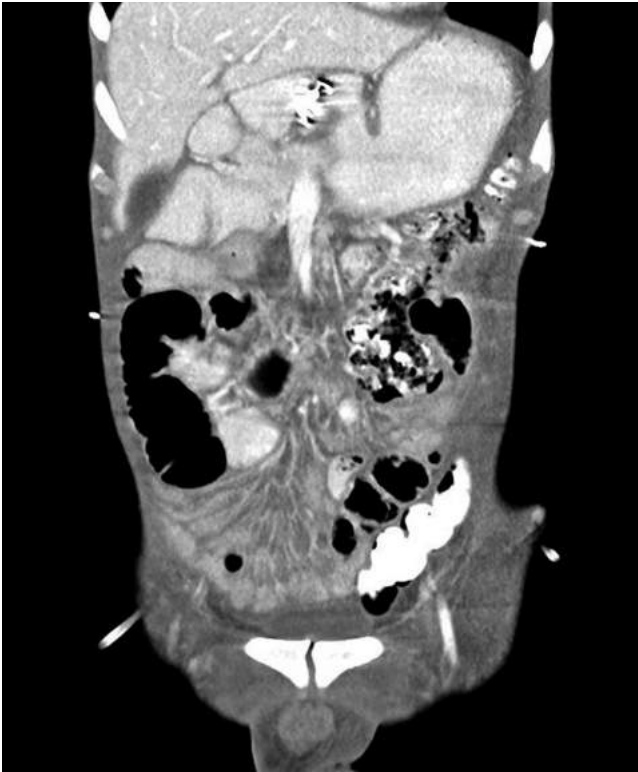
Tomografía de abdomen contrastada con mejoría de la colección sin extravasación de contraste en el tracto gastrointestinal.
